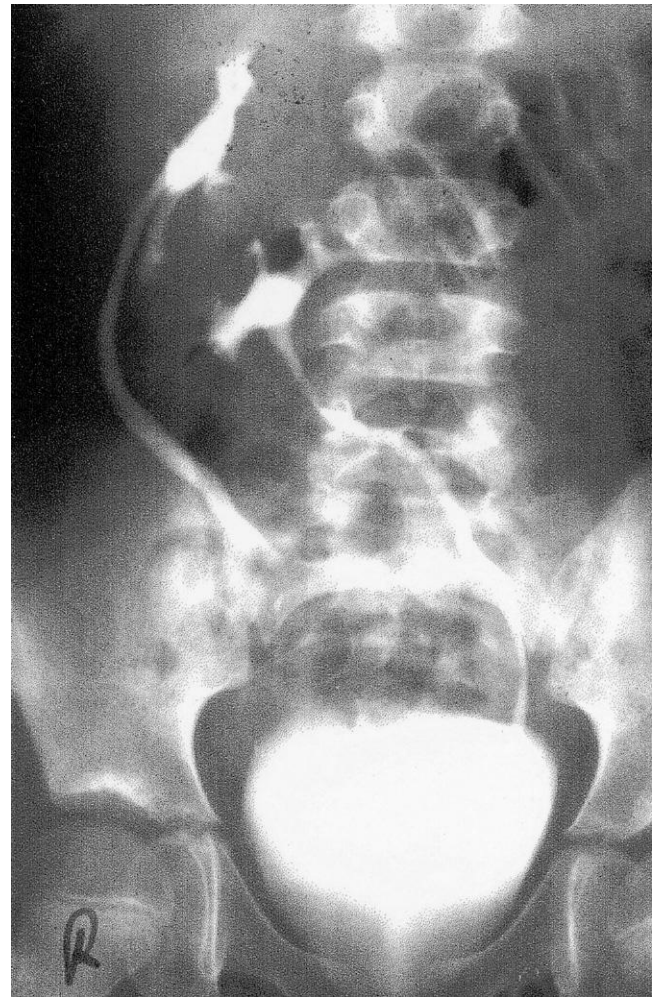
Pielografía (radiografía) intravenosa en la que se muestra una ectopia renal cruzada (posición anómala). (Por cortesía del doctor Prem S. Sahni, anteriormente en el Department of Radiology, Children's Hospital, Winnipeg, Manitoba, Canadá.)
